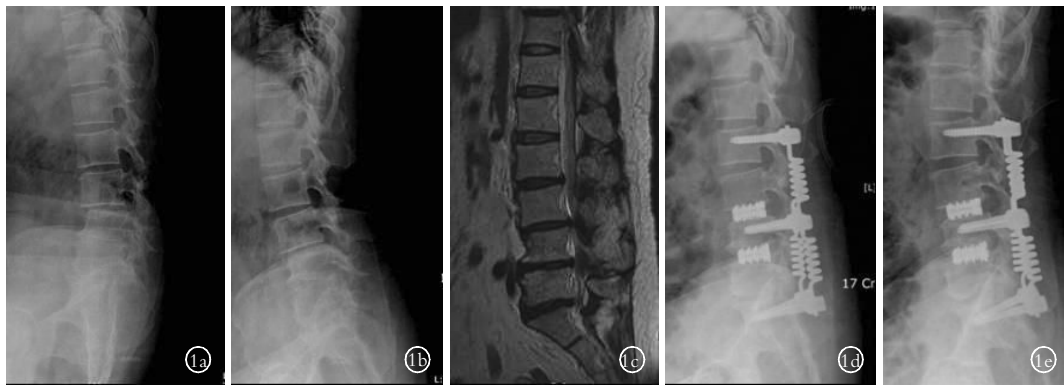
女性患者,58 岁,腰椎退变 1a,1b.术前过伸过屈位 X 线片示腰椎退变,L<sub>3,4</sub> 失稳 1c.术前 MRI 示 L<sub>2</sub>-S<sub>1</sub> 间盘退变、椎管狭窄 1d,1e.术后 1 年过伸过屈位 X 线片提示非融合节段部分活动度保留,椎间融合节段融合良好
